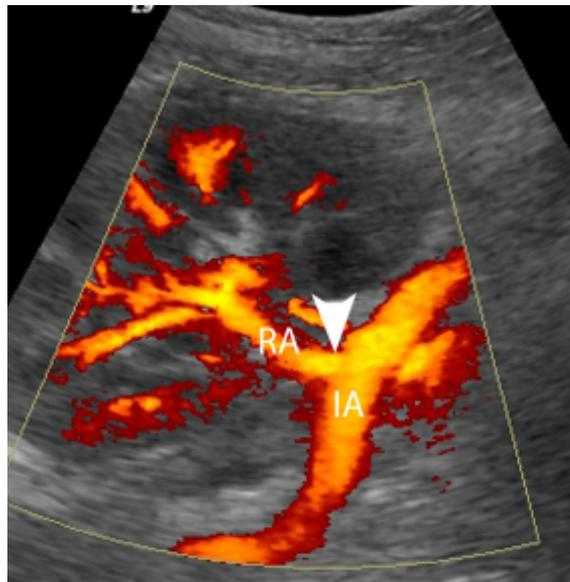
Anatomía renal normal del trasplante Renal con Doppler Poder. Se observa la Arteria iliaca externa y la arteria renal en su lugar de anastomosis.
